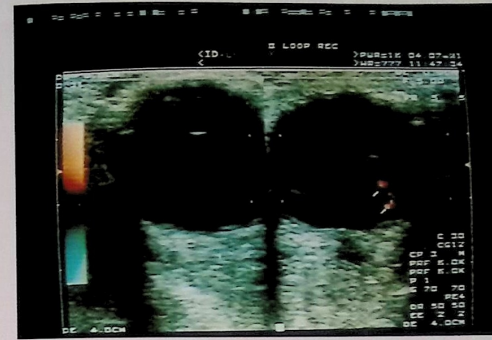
a) Obraz USG-CD naczyńki powieki górnej penetrującego w obręb oczodołu. Widoczne liczne naczynia, w tym naczynia zaopatrujące zmianę. b) obraz KT naczyńki uwiadczonego na ryc. 2a. Potwierdzono penetrowanie zmiany poza gałkę w obręb oczodołu.
